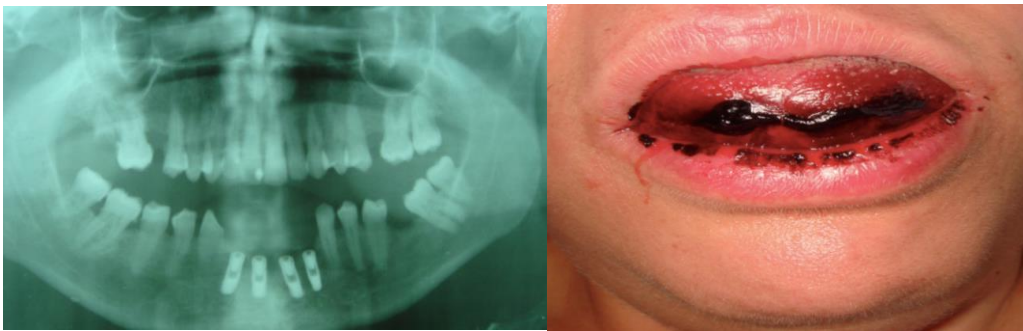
Ortopantomografia após a colocação do implante (Limongell et al., 2015)
